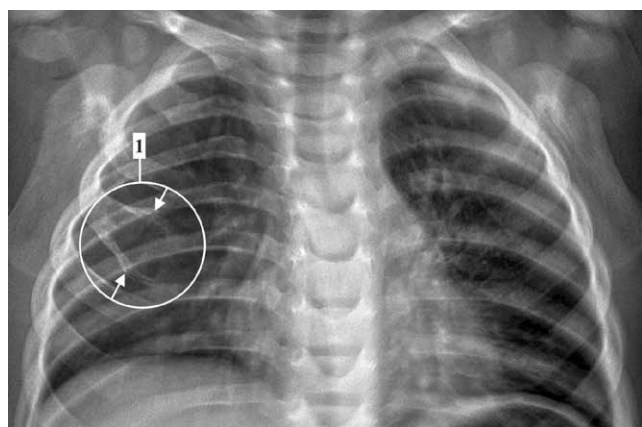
Пацієнт Т., 1 рік 3 міс. Оглядова рентгенограма грудної клітки: 1 – деструктивні зміни в ділянці III правого ребра
